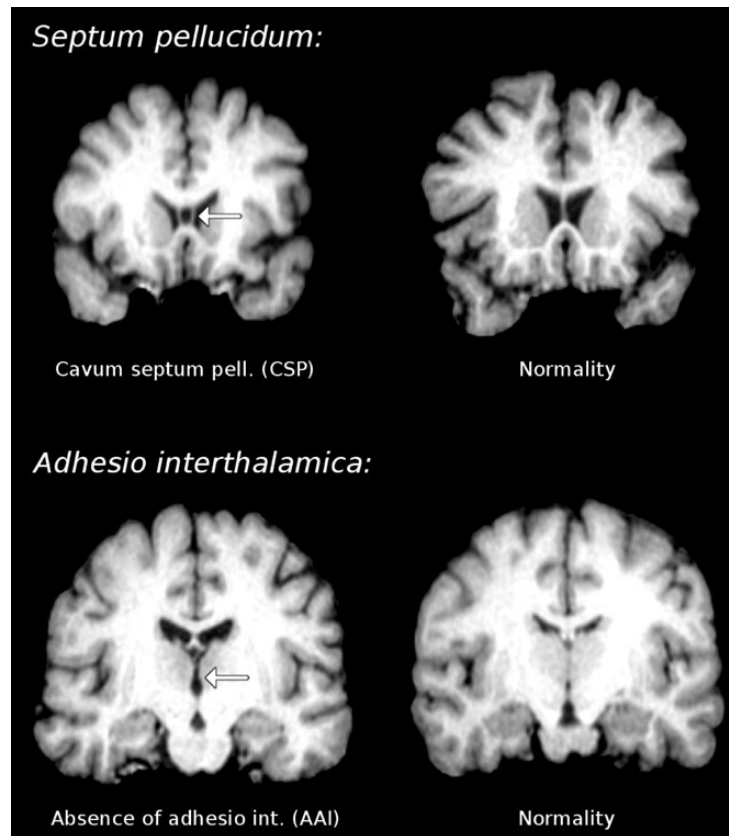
Real examples of cavum septum pellucidum (CSP) and absence of adhesio interthalamica (AAI) in coronal magnetic resonance slices.
